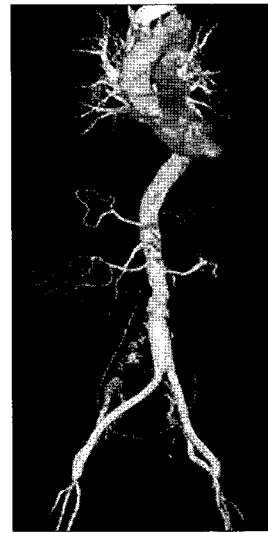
Postoperative follow-up computed tomography.
